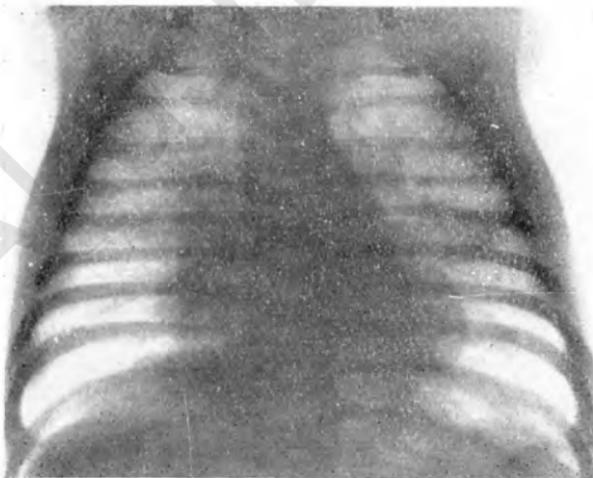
Рентгенограмма Елены К., 1½ месяцев. Коклюш. 15-й день болезни. Двусторонняя сливная пневмония. В нижненаружных отделах легких эмфизема.
